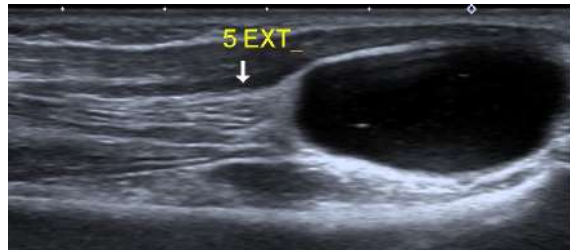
Ultrasonido en corte longitudinal: patrón fibrilar del tendón extensor del quinto compartimento del carpo e imagen anecoica ovalada correspondiente a un quiste sinovial de la vaina tendinosa.
